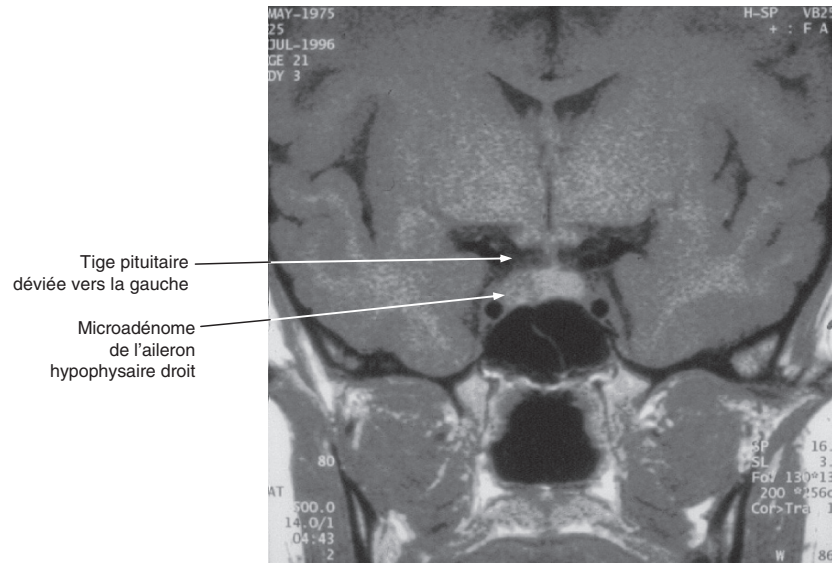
IRM hypophysaire T1 sans injection en coupe frontale. Microadénome hypophysaire de l'aileton hypophysaire droit (déviation de la tige pituitaire).
